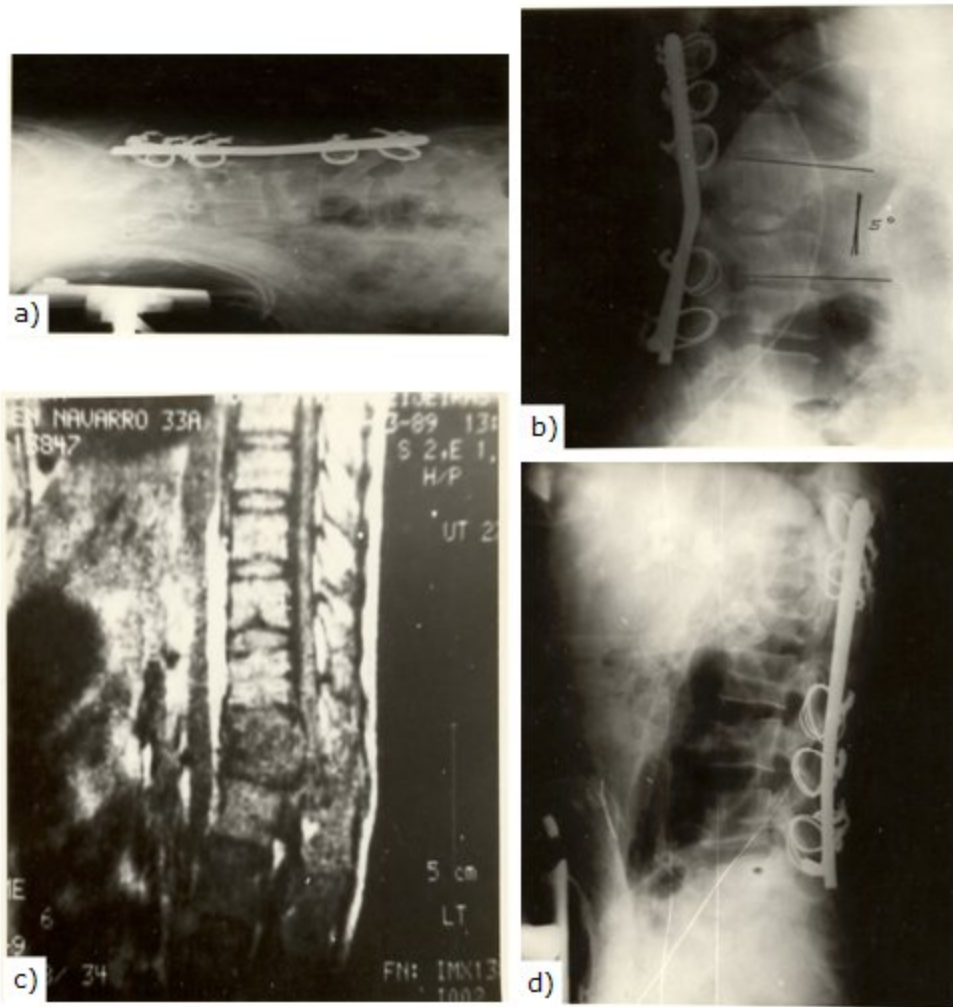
Radiografías de control. a) Radiografía lateral de columna final con corpectomía realizada e instrumentado. Evolucionó a grado E. b) Radiografía lateral de columna después de la corpectomía e instrumentación. Se mantuvo en grado D con mejora sensitiva. c y d) Resonancia magnética nuclear preoperatoria y radiografía lateral de columna final. Evolucionó a grado D de Frankel.
